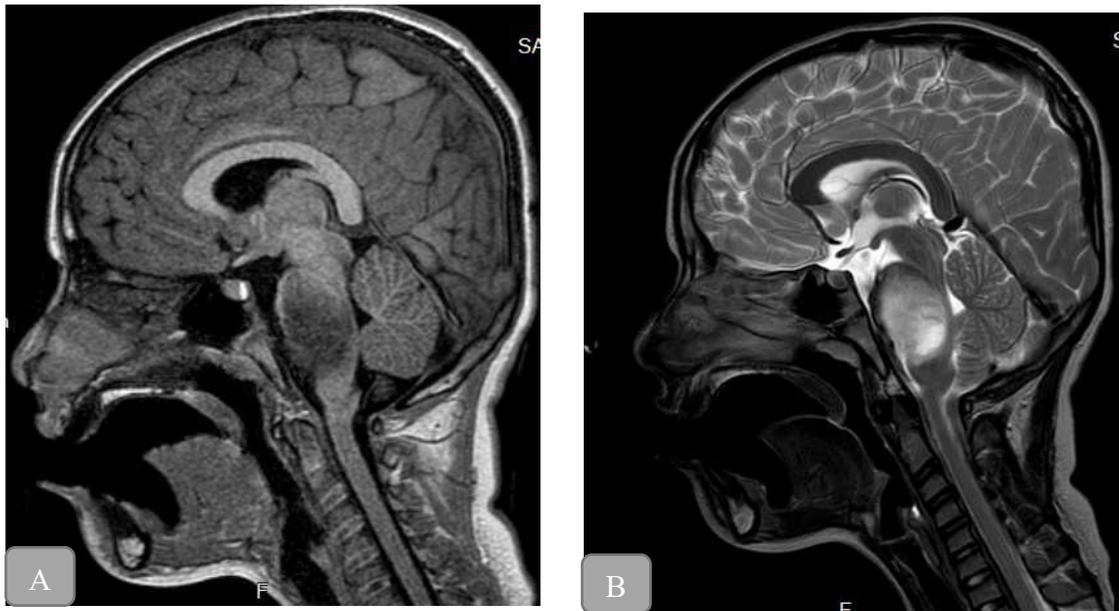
Resonancia Magnética Nuclear de Cerebro. Corte Sagital. A) Secuencia T1 lesión hipointensa; B) Secuencia T2, lesión hiperintensa. Glioma tronco encefálico.
